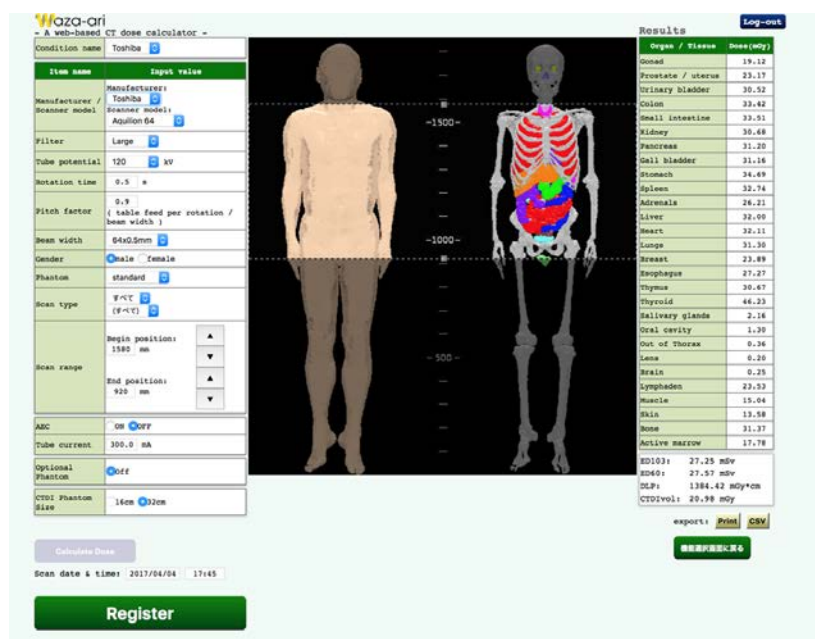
WAZA-ARI v2 の線量計算画面. 左側に CT 装置の設定入力欄. 中央に撮影範囲. 右側に臓器線量や実効線量が表示される.
